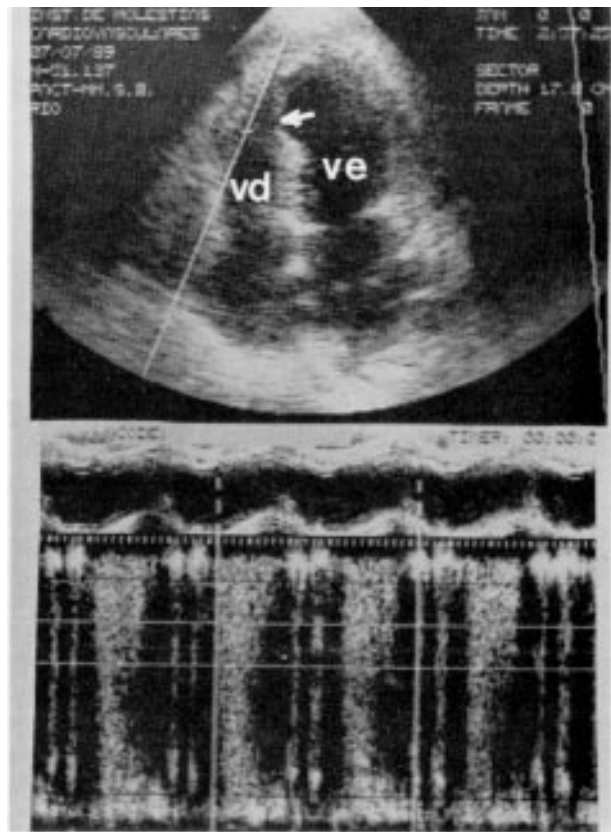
Superior—Corte apical 4 câmaras evidenciando comunicação interventricular (seta) próxima a trabécula septo marginal. Valvas atrioventriculares normais. Inferior—A amostra do Doppler na região da comunicação interventricular, mostrando fluxo esquerda-direita. vd = ventrículo direito; ve = ventrículo esquerdo.
